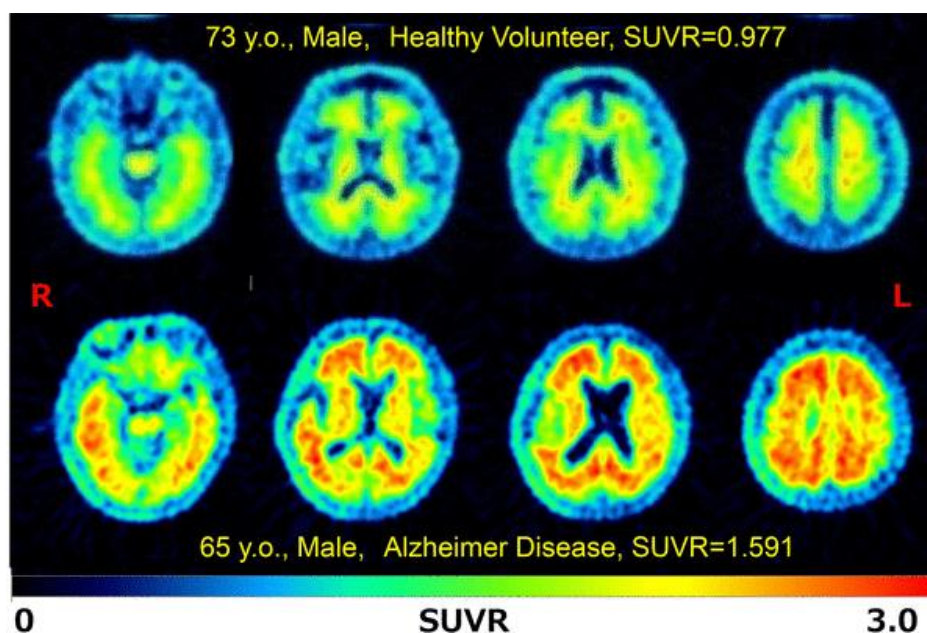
$[^{18}\text{F}]\text{FPYBF-2}$ を投与後の健常ボランティア（上段）および AD 患者（下段）における脳 PET 画像（健常に比べて AD 脳に高い放射能集積が認められる）（文献（8） *Ann. Nucl. Med.*, 32, 206-216 (2018) Fig. 1 より）
